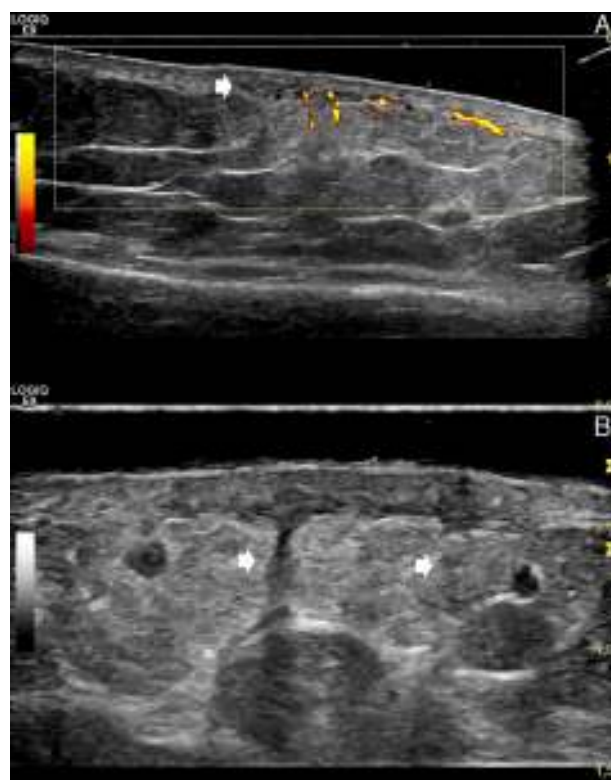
A) Ecografía *power-Doppler* (sonda lineal 15 MHz; eje longitudinal, pierna izquierda). Áreas hipoeoicas localizadas en dermis media e inferior (marcado con flecha), con difuminación del límite dermo-hipodérmico e incremento difuso de la ecogenicidad del tejido adiposo hipodérmico superficial subyacente; con *power-Doppler* se observa incremento del flujo dérmico e hipodérmico superficial. La imagen permite comparar la zona afectada (lado derecho de la imagen) con la piel sana perilesional (lado izquierdo de la imagen). B) Ecografía en escala de grises (sonda lineal 18 MHz; eje longitudinal, pierna izquierda). Bandas verticales hipoeoicas que se corresponden con los septos engrosados (marcado con flechas).
